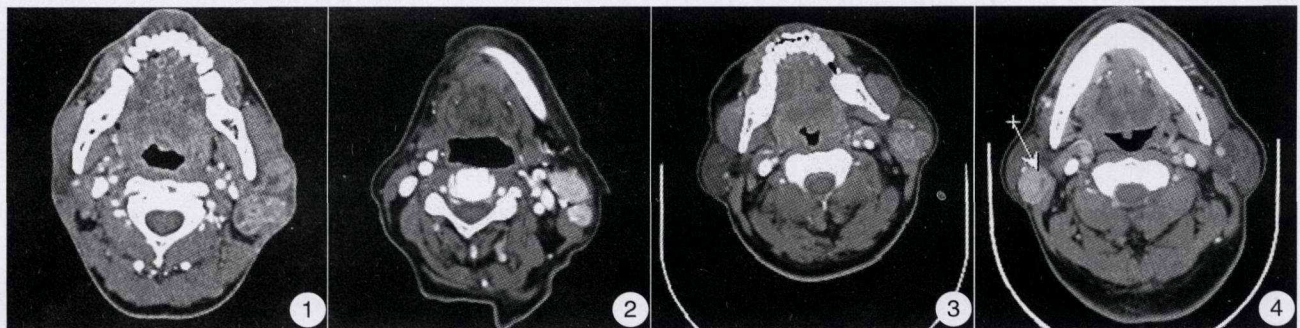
左腮腺区 2 个病灶,增强 CT 值约 103 HU,内均见局灶性不规则低密度区 图 2 左腮腺区 2 个病灶,增强 CT 值 140 HU,内见小片低密度区 图 3 左腮腺区 3 个病灶,较大病灶呈分叶状,增强 CT 值 84 HU 图 4 右腮腺区类圆形病灶,增强扫描 CT 值 113 HU,内见局灶性无强化低密度区
